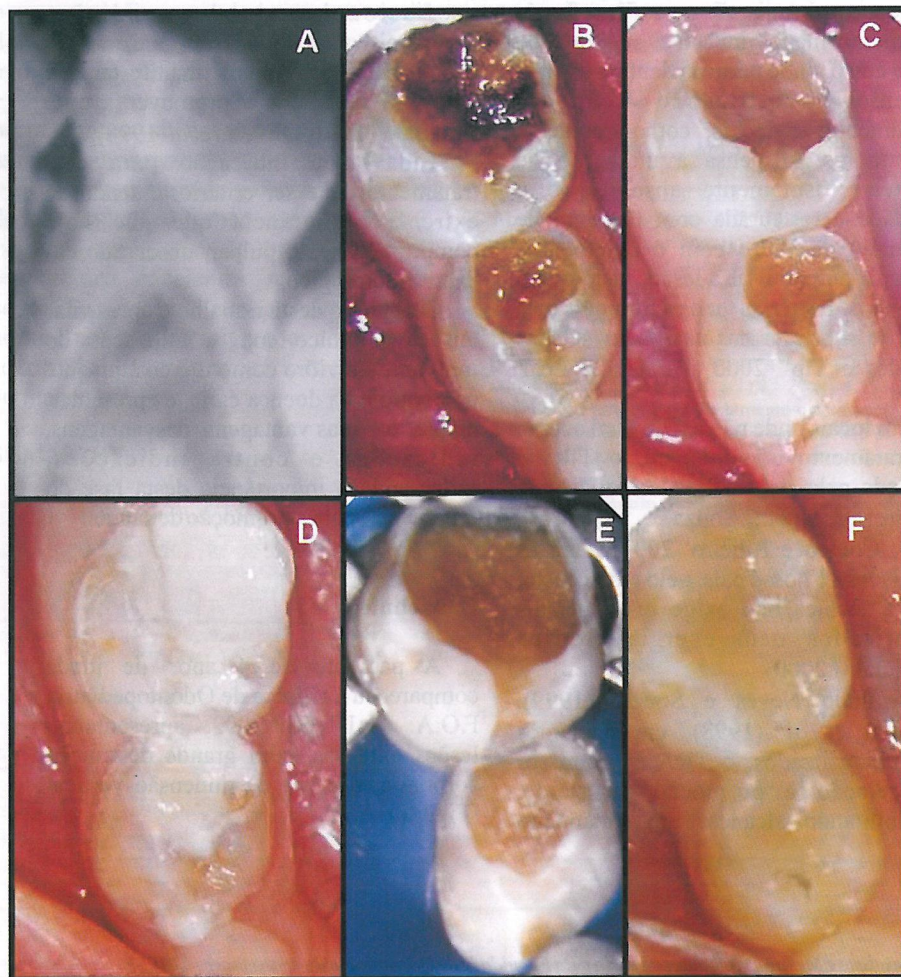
A - Radiografia inicial sugestiva de não comprometimento pulpar. B - Aspecto inicial da lesão. C - Remoção parcial do tecido cariado. D - Restauração provisória com CIV. E - Remoção do CIV após 3 meses. F - Restauração final em resina composta.
